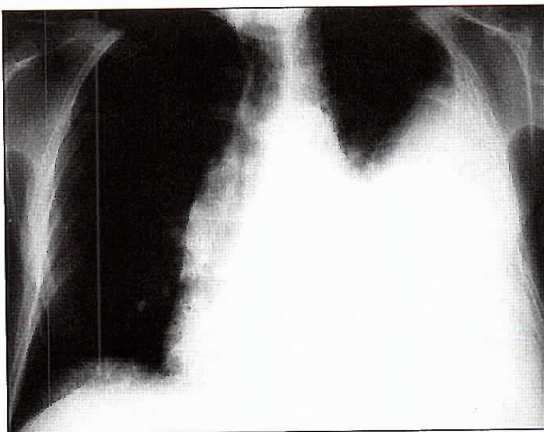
Radiografía de tórax del ingreso que muestra extenso derrame pleural izquierdo.
